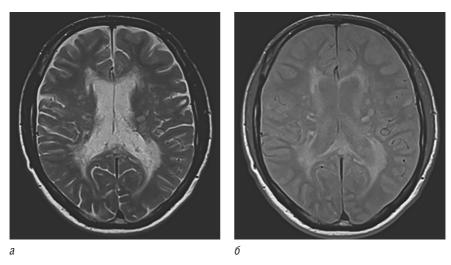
МРТ головного мозга в режиме «двойное эхо» (T2+PD): a — время эхо равно 89 мс; δ — время эхо равно 11 мс
